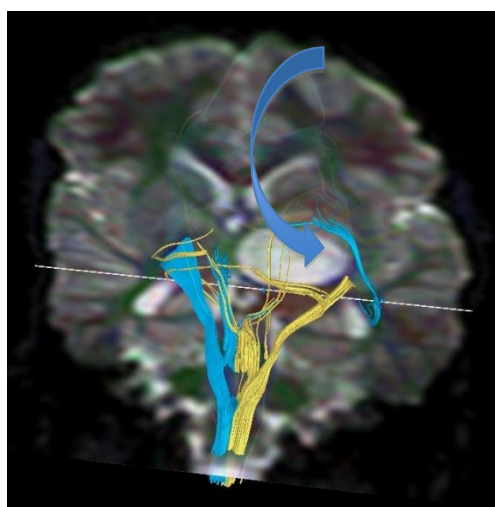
МРТ трактография б-ной К., 7 лет (и/б 3147-2008). Д-з: Фибриллярно-протоплазматическая астроцитома левого таламуса. Заключение: учитывая данные, полученные в результате МР-трактографии (признаков разрушения трактов не получено, оттеснение трактов патологическим образованием латерально) удаление опухоли проводилось контралатеральным доступом (указано стрелкой)
